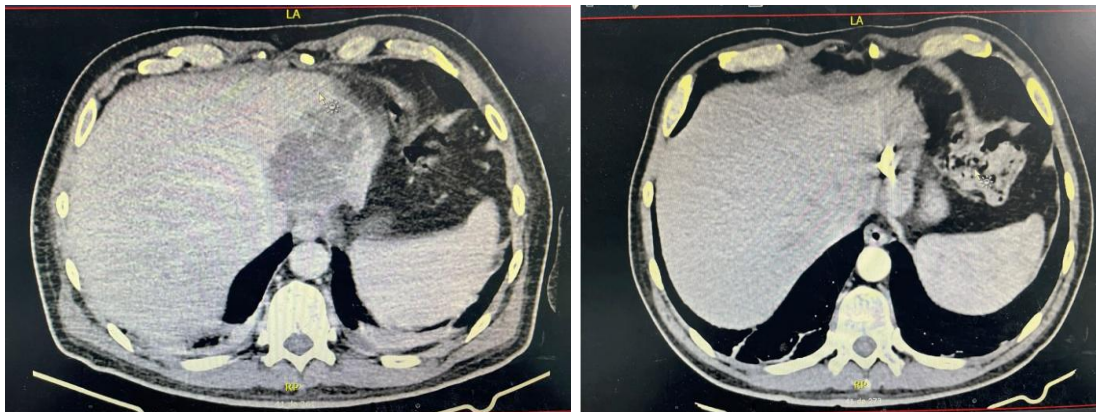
Estudios imagenológicos del síndrome invasivo por *K. pneumoniae* hipervirulenta. A. Tomografía abdominal con contraste que evidencia lesión hipodensa de contenido líquido en lóbulo hepático izquierdo, compatible con absceso hepático, asociada a cambios inflamatorios locales. B. Tomografía abdominal con contraste post drenaje de absceso hepático que evidencia colección residual.
